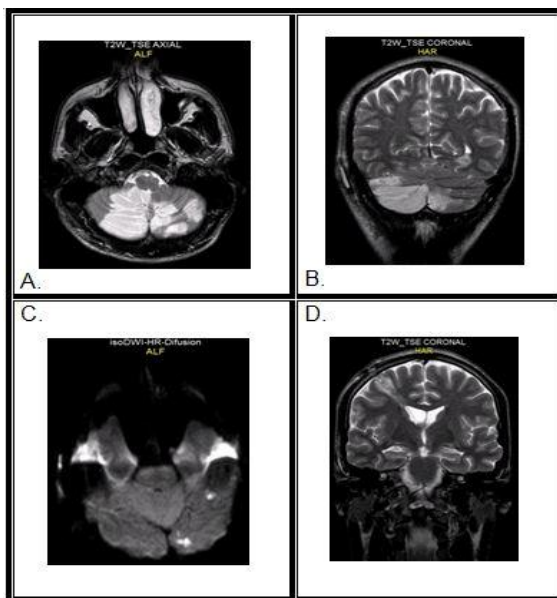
A: RMN, T2W -TSE Axial ALF, B: T2W -TSE coronal HAR: con hiperintensidades cerebelosas posteroinferiores e inferiores bilaterales. C: iso DWI -HR-Difusion ALF con capataciones aisladas hiperintensidades temporo occipitales basales izquierdas D: T2W _TSE coronal HAR con cateter de derivación funcionando en proyeccion intraventricular supratentorial.
